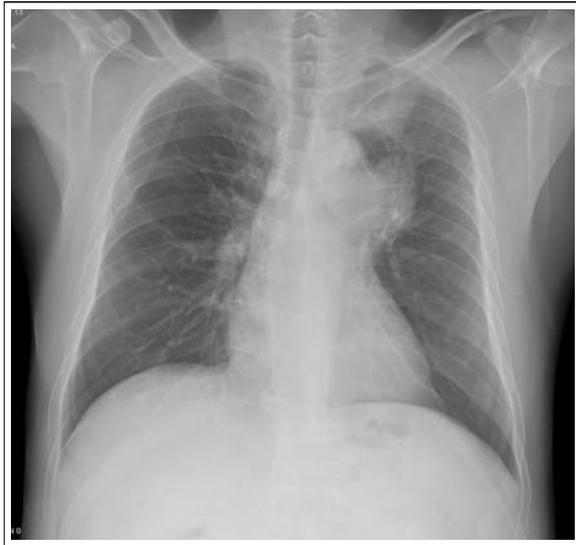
Chest radiograph shows increased radio-opacities in left upper lobe and left hilar area.
